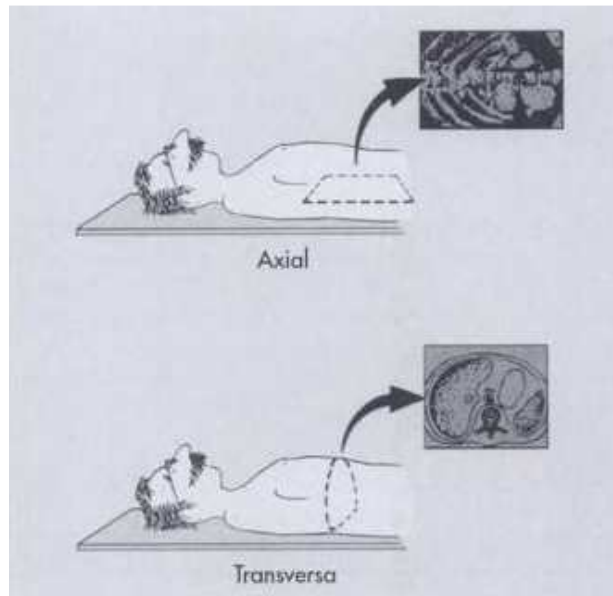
Tomografía convencional[23]
